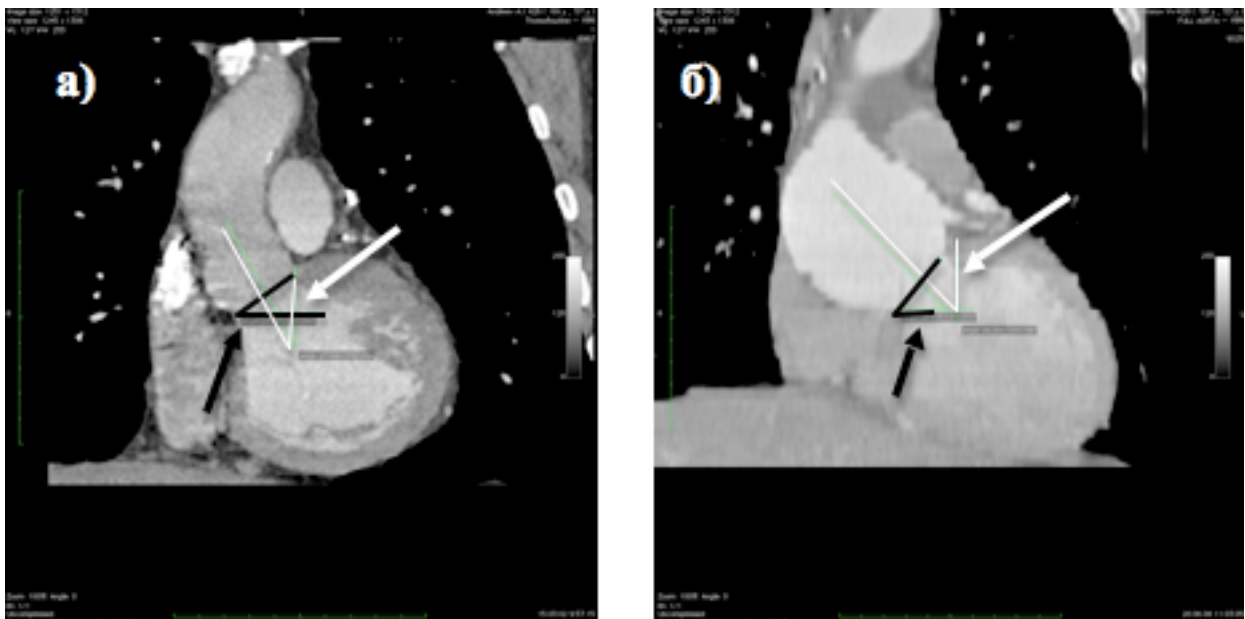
Коронарная проекция МСКТ. Определены величины углов: 1 - отклонения вектора направления потока через фиброзное кольцо аортального клапана (белые стрелки), 2 – угол наклона плоскости фиброзного кольца (черные стрелки).
